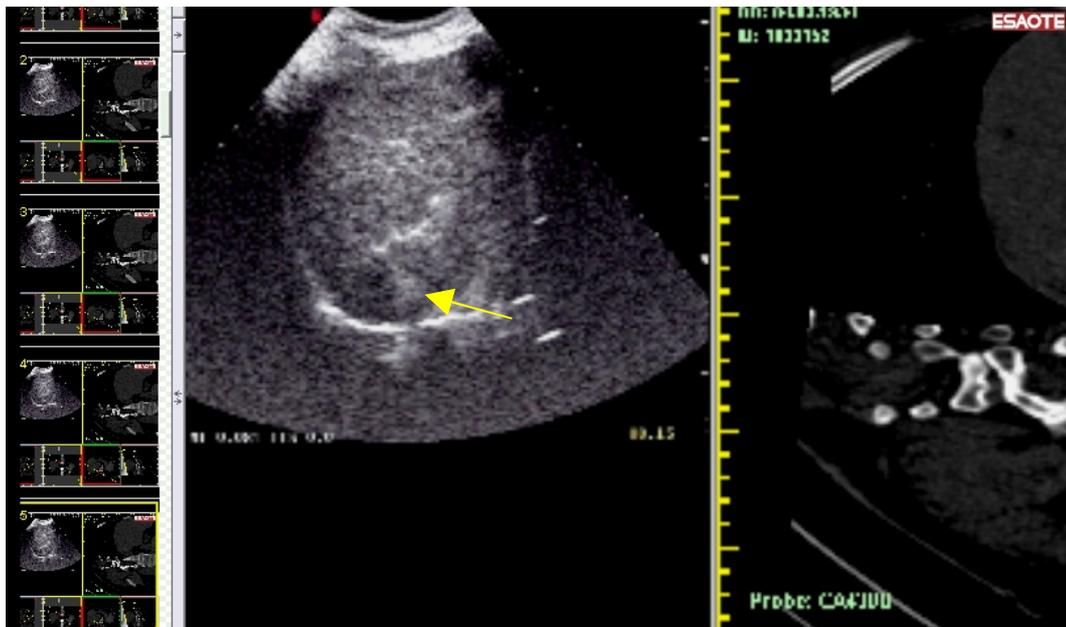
La figura mette in evidenza la presenza di lesione ipervascolare in fase arteriosa, localizzata a livello del 7°-8° segmento, identificata soltanto dopo eco contrastografia, grazie alla guida dell'immagine TC. Questo è un esempio di applicazione del Virtual Navigator utilizzato per caratterizzare una lesione focale epatica non visualizzabile in ecografia basale ma soltanto dopo CEUS
